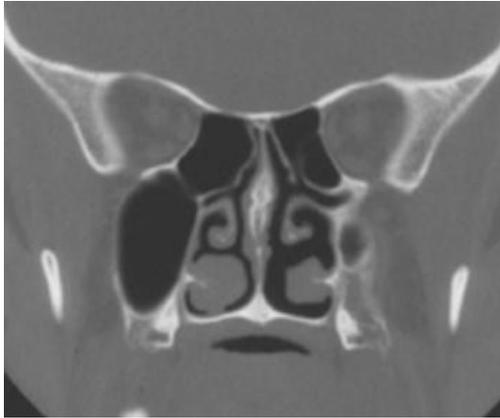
Tomografía computada que muestra el seno maxilar izquierdo hipoplásico.
